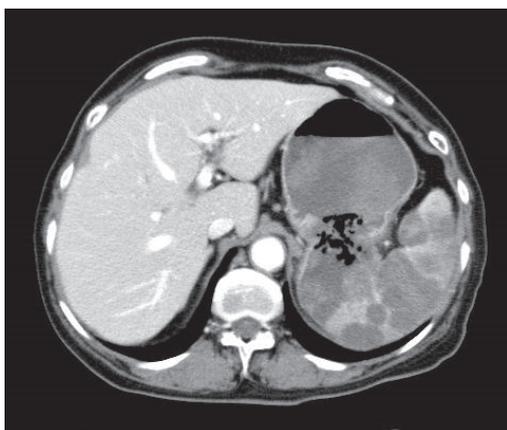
Enhanced Abdominal CT showing splenic tumor perforated to gastric wall. High density fluid collection which suggests hemorrhage can be seen in the stomach.
